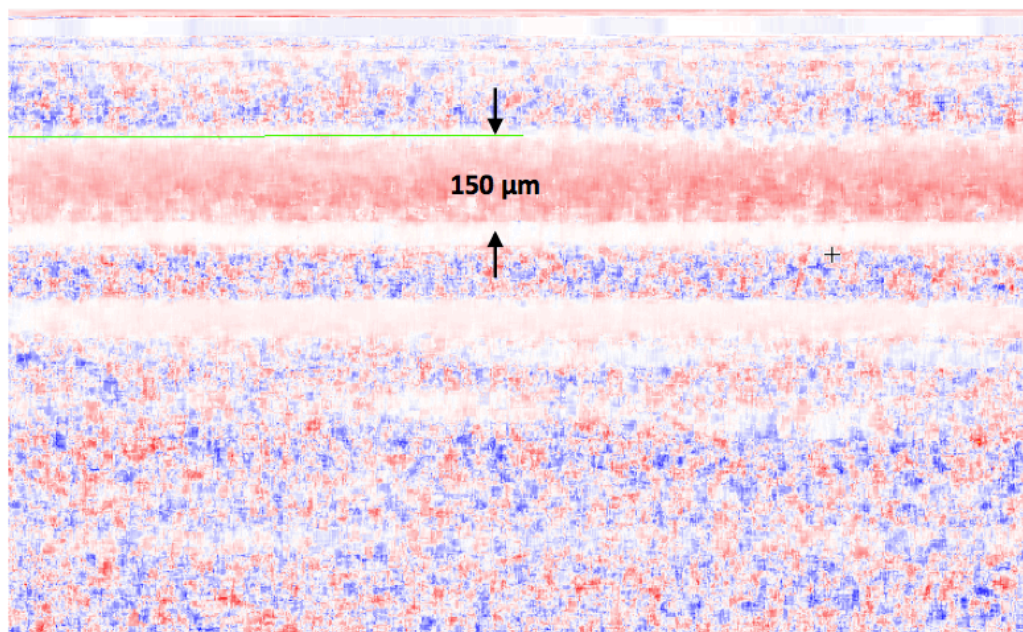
tube de 150  $\mu\text{m}$  de diamètre rempli d'intralipide imagé avec le système Doppler OCT. Ici, un flux de 1  $\mu\text{l}/\text{min}$  est imposé
